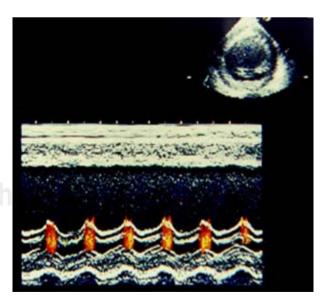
Ecocardiograma en modo B y M en un paciente con enfermedad de Kawasaki.
